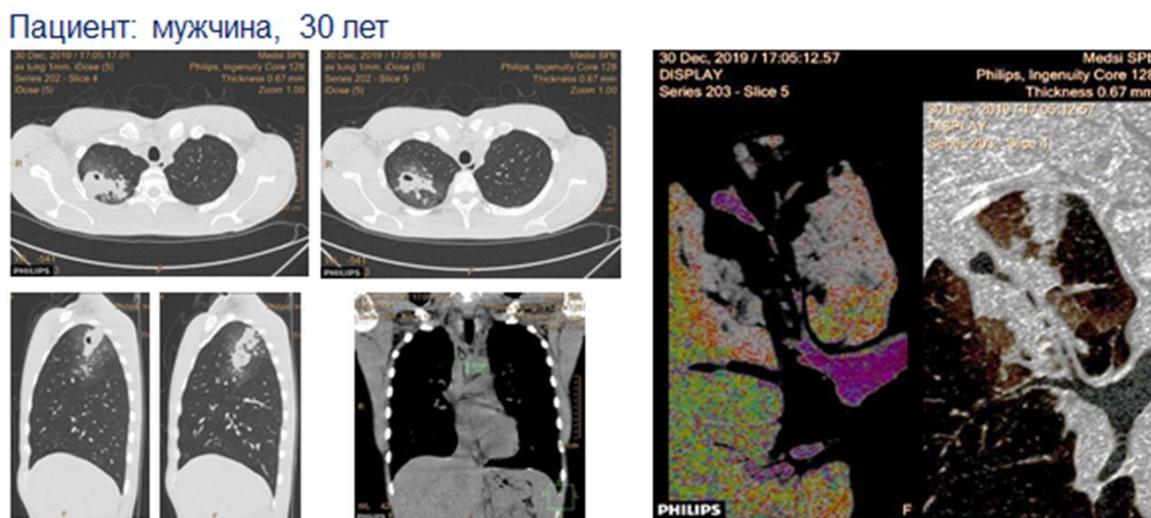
Компьютерная томография органов грудной клетки мужчины с изменениями в верхней доле правого легкого
